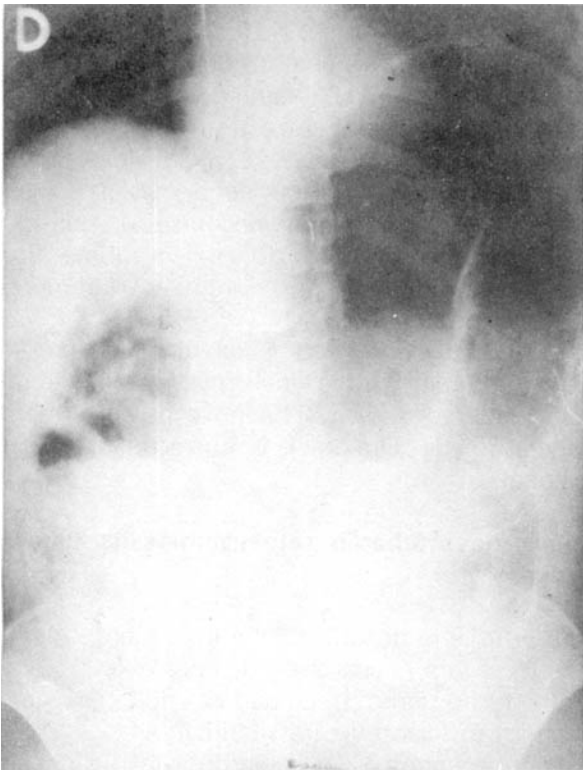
Radiografia simples de abdômen revelando vólvulo de sigmóide (sinal de Von Wahl presente).
